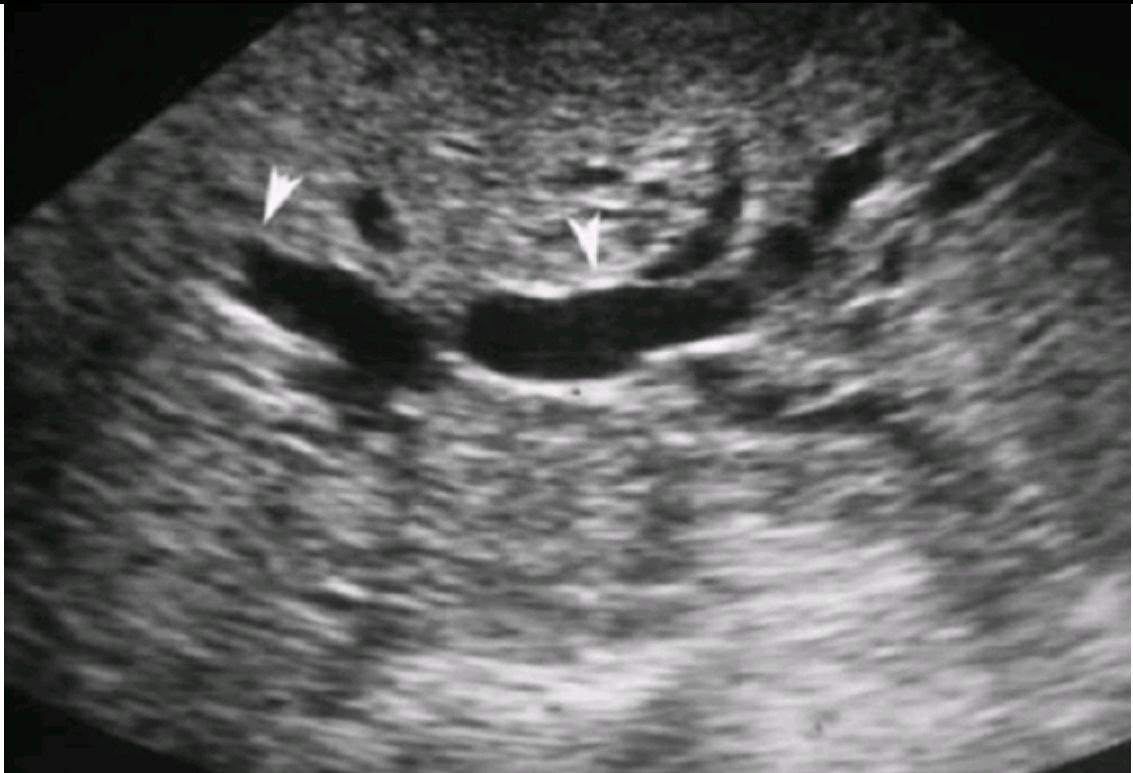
Dilatation des voies biliaires intra-hépatiques en échographie (têtes de flèche)(32)
